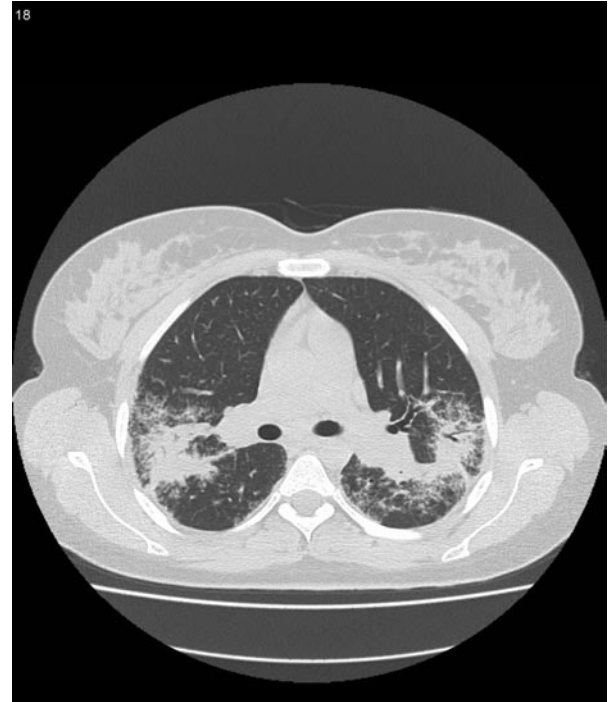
Tomografía computarizada torácica de alta resolución.
